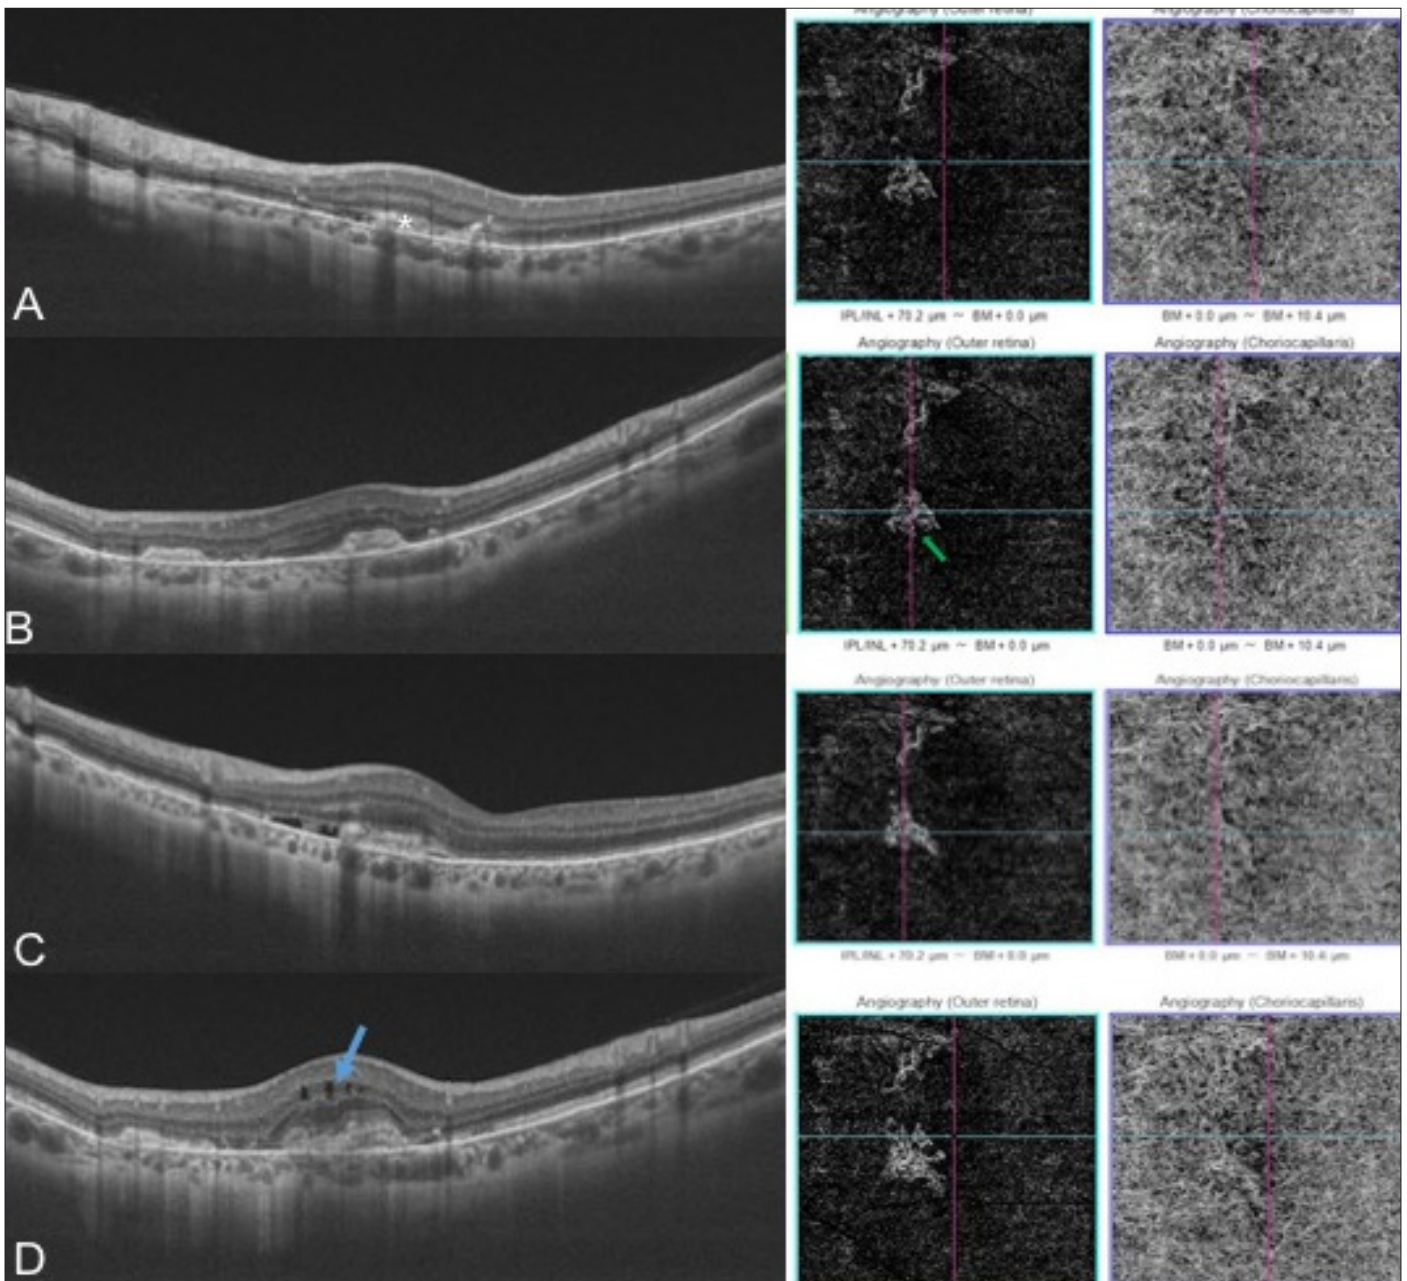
Tomographie en cohérence optique et OCTA -OG. (A) Aspect initiale : image fusiforme hyper réfléctive sus épithéliale en rapport avec des néovaisseaux choroïdiens (astérix). On note la diminution de l'épaisseur choroïdienne fovoalaire. Présence d'un lacis vasculaire au niveau de la rétine externe. (B) Régression de l'exsudation après 1 mois d'une IIV de bevacizumab. (C) Récidive de la néo vascularisation à 5 mois. (D) Aspect final après un recul de 36 mois : Présence de tabulations intra rétinienne (flèche bleue) et persistance d'une arborisation à l'OCTA.
